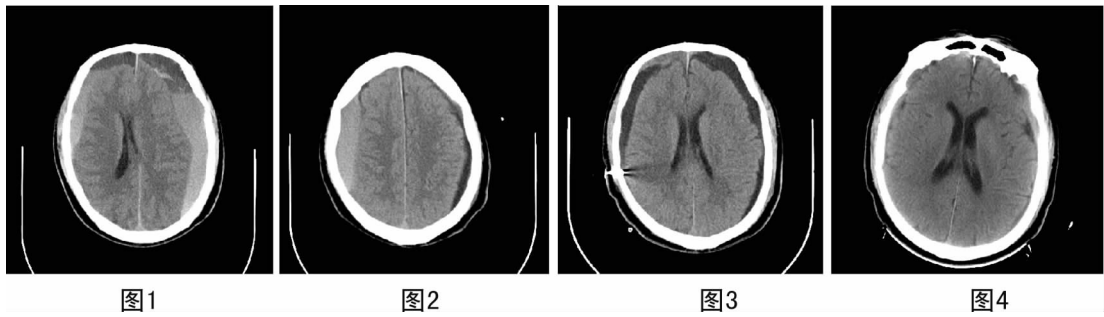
为患者术前 CT 图 2 为术前 MRI 图 3 为术后第一天头颅 CT 图 4 为患者出院后一个月头颅 CT 复查结果,可见脑内硬膜下血肿已经完全消失。
